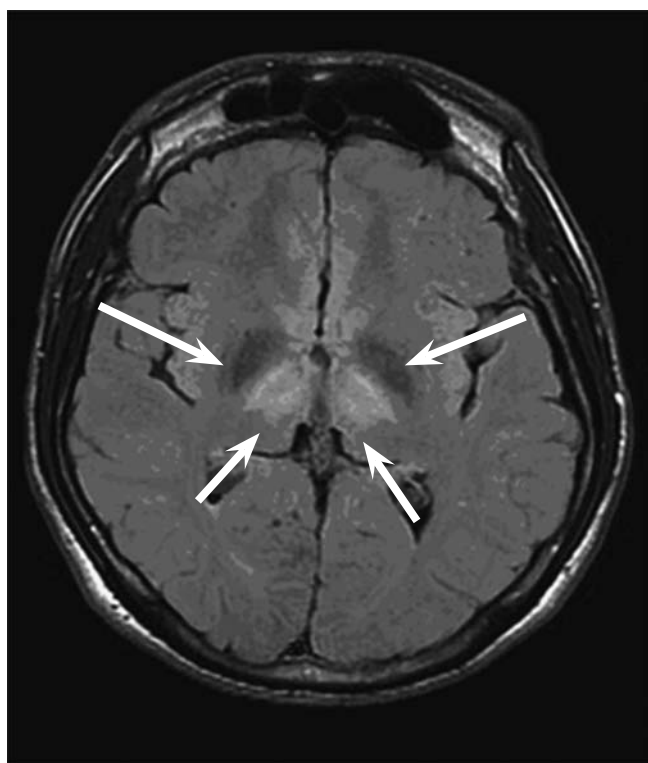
МРТ головного мозга больного Б. с диагнозом ГЦД. В симметричных отделах зрительных бугров с двух сторон визуализируются зоны патологического МР-сигнала неправильной формы, с нечеткими, неровными контурами и неоднородной структуры
